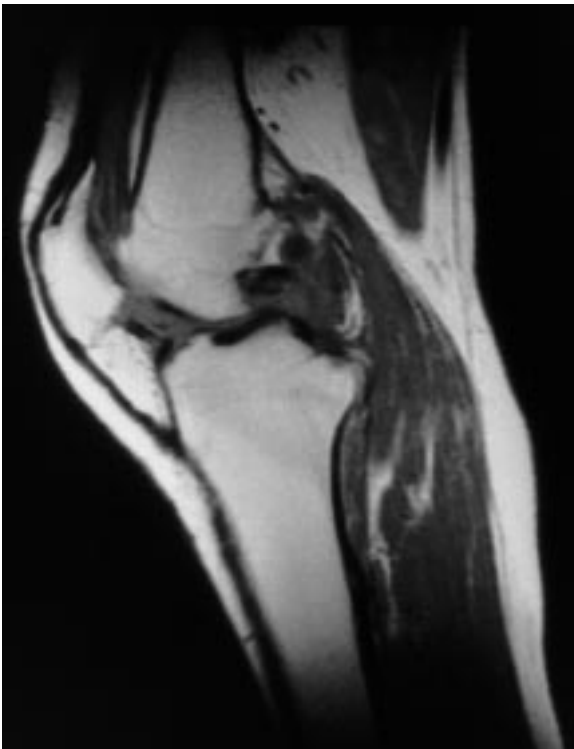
Kernspintomographische Darstellung einer Kniegelenkarthritis. Insbesondere in den dorsalen Gelenkabschnitten kommt die verdickte Membrana synovialis zur Darstellung, die zu erheblichen Destruktionen des lateralen Femurkondylus und der Tibia geführt hat
